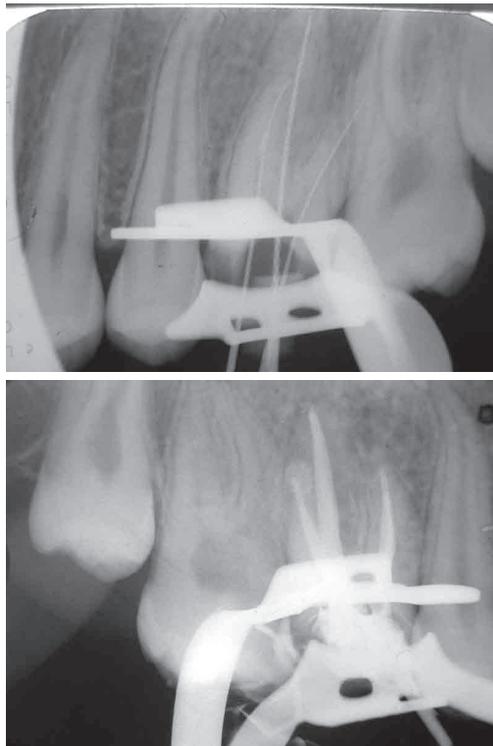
Caso 3 Odontometria e radiografia final.
